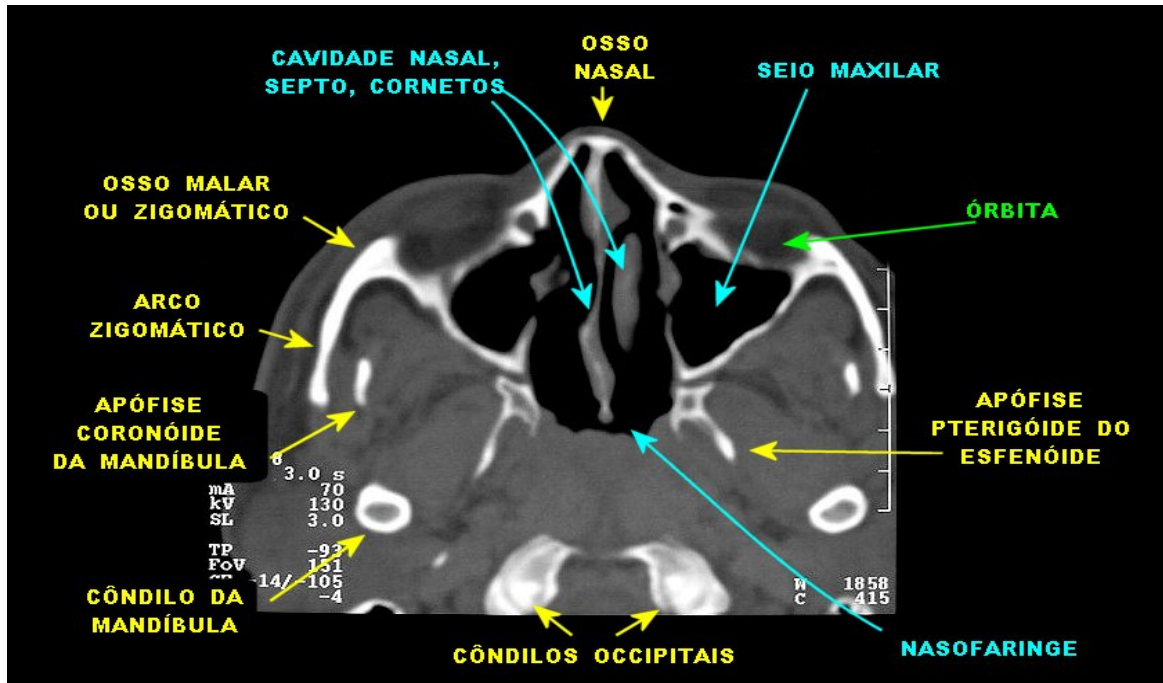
Tomografia computadorizada mostrando relação entre órbita ocular e seio maxilar.
